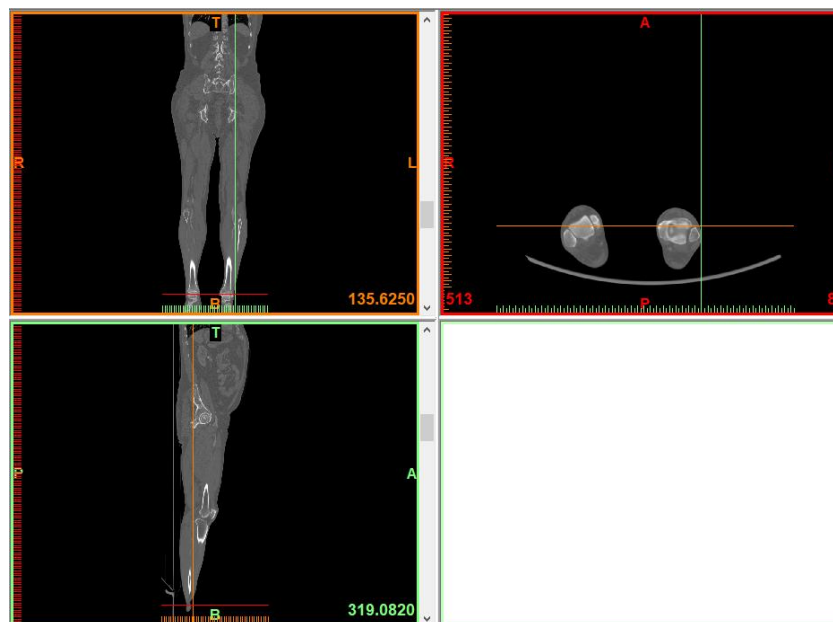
Vistas del TAC en el programa MIMICS.
